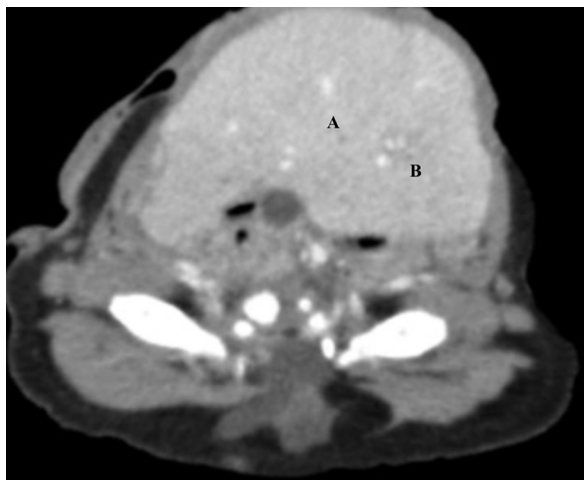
Tomografía computada de abdomen: corte transversal evidenciando A. Hernia diafragmática izquierda (Bodchalek), B. Hipertrofia del lóbulo izquierdo con desplazamiento del hígado hacia anterior e inferior, desplazando asas intestinales en sentido posterior y caudal.
